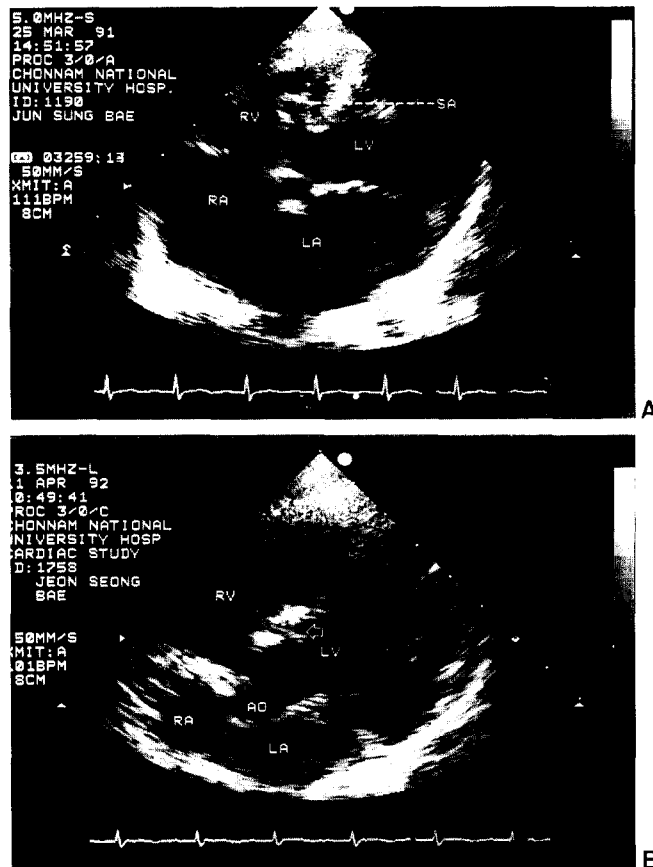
Preoperative(A) and postoperative(B) echocardiogram of a patient with VSD. A, VSD with membranous septal aneurysm. B, No remained aneurysm after patch closure(arrow). LA, left atrium; LV, left ventricle; RA, right atrium; RV, right ventricle; AO, aorta; SA, membranous septal aneurys
